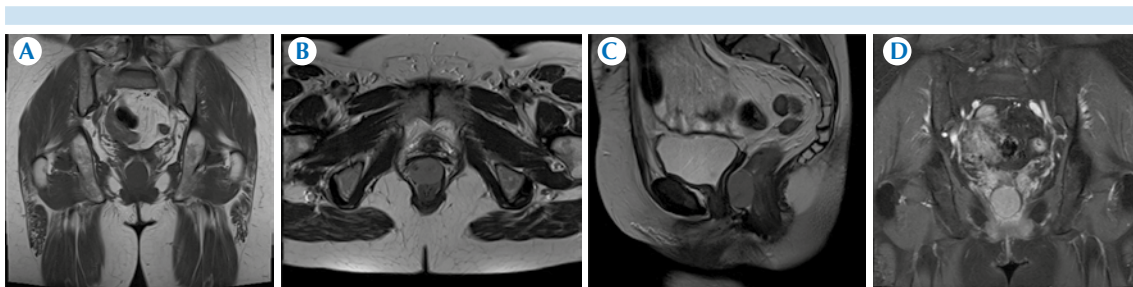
A) Resonancia magnética pélvica. Imagen coronal potenciada en T1: imagen nodular bien delimitada con intensidad de señal homogénea e hipointensa. B) Imagen axial de alta resolución potenciada en T2: lesión que parece depender de la cara anterior del recto, isohiperintensa. C) Imagen sagital potenciada en T2: imagen ovoidea correspondiente a la lesión que depende de la pared del recto sin afectación del plano graso rectovaginal. D) Imagen coronal potenciada en T1 con saturación grasa tras la administración de contraste: la lesión realza de una manera homogénea.
